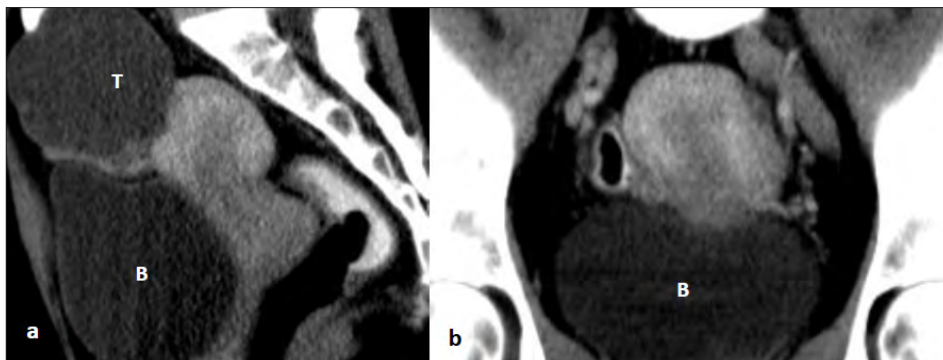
Na TC de avaliação pélvica inicial de lesão anexial direita em examinada com 49 anos, observa-se nas reconstruções nos planos sagital (a) e coronal (b) obtidas num tempo venoso portal (aos 70 segundos) um padrão de captação tipo 2, com normal captação difusa do contraste pelo miométrio. Adjacente à vertente anterior e fundo uterino identifica-se lesão anexial direita que ultrapassa a linha média, de densidade hídrica (T). (B) bexiga.
